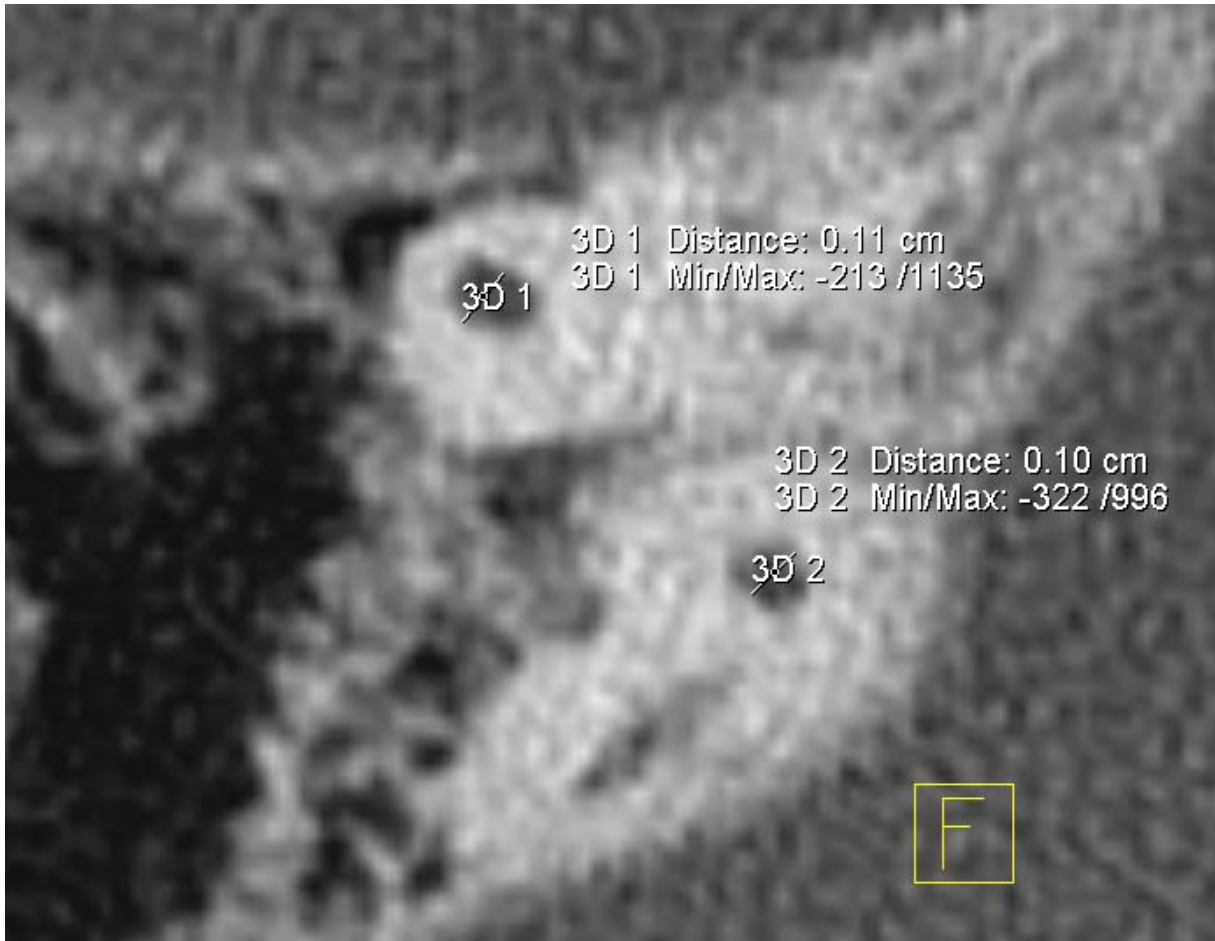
Messung des Durchmessers des Lumens des oberen Bogengangs außen {3D 1} [CT_OBOG_LDA_re] und innen {3D 2} [CT_OBOG_LDI_re] mit Tool ‚2D Distance‘
